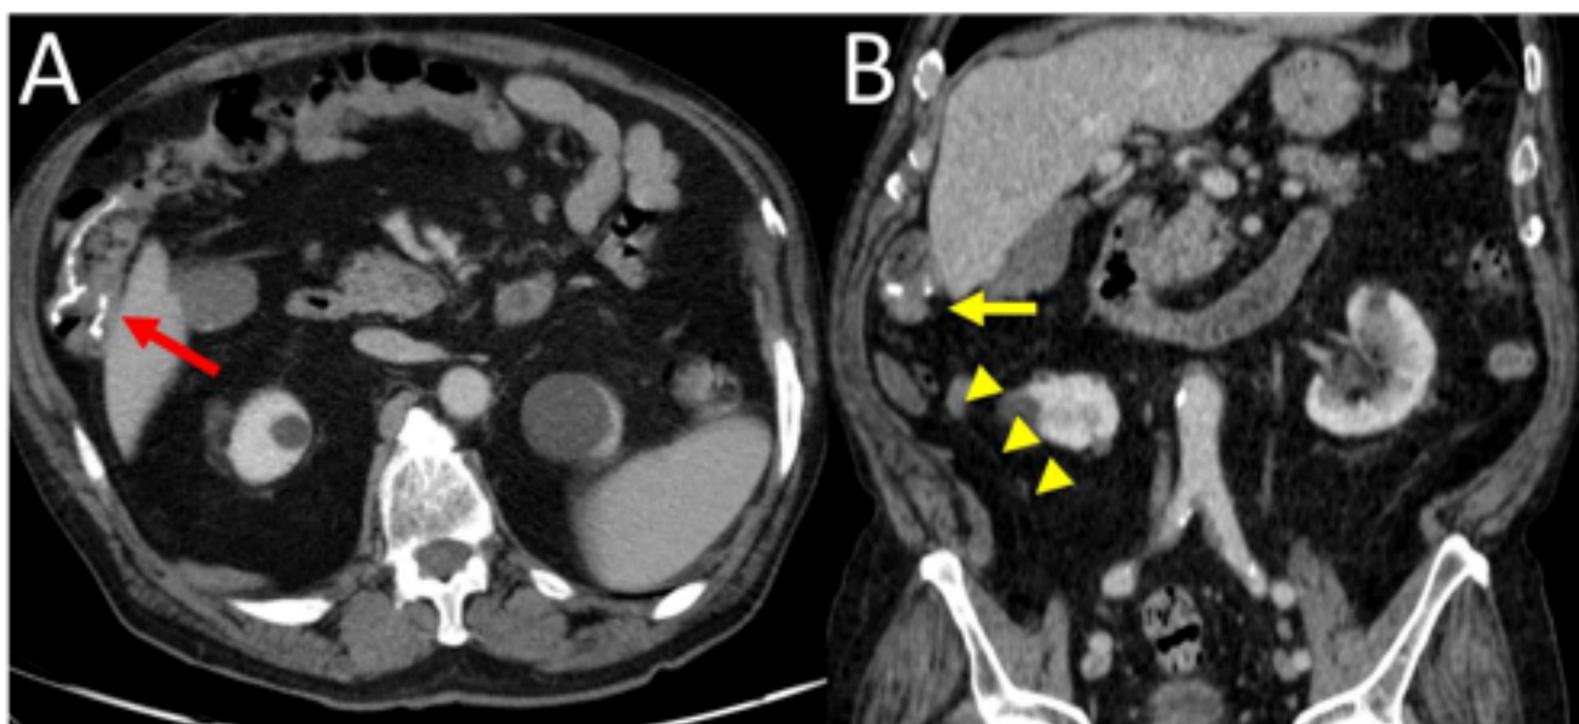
Imágenes de TC axial oblicua y coronal, de un paciente con cáncer de colon derecho, tratado con una *hemicolectomía derecha*. A) Se muestra la anastomosis ileocólica en el cuadrante superior derecho (flecha roja). B) Reconstrucción coronal en la que se observa la anastomosis ileocólica (flecha amarilla) y la ausencia del colon derecho (puntas de flecha).
